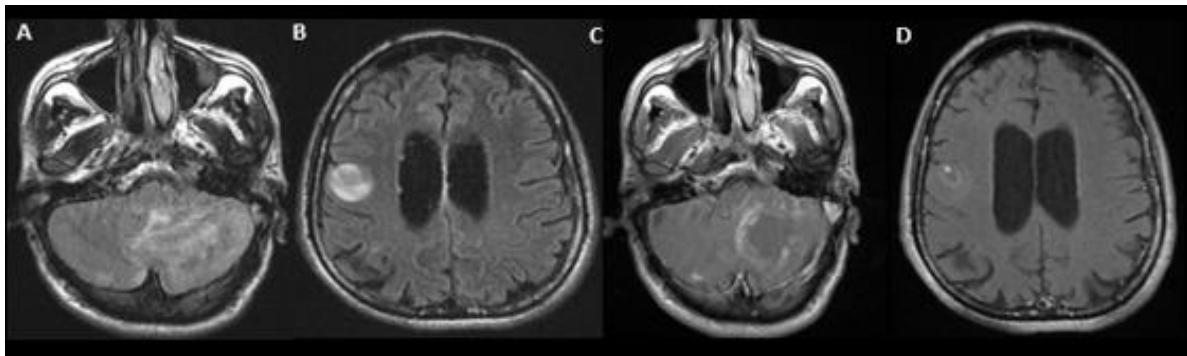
IRM cérébrale en coupes axiales FLAIR, montrant un hypersignal hétérogène cérébelleux gauche avec effet de masse sur le 4ème ventricule (A) et une lésion en hypersignal FLAIR au niveau frontal gauche (B), après injection un rehaussement en anneau avec un nodule central (C) et un rehaussement en anneau avec un petit nodule excentré (D) correspondant au « signe de la cible » en rapport avec une toxoplasmose cérébrale et cérébelleuse.
